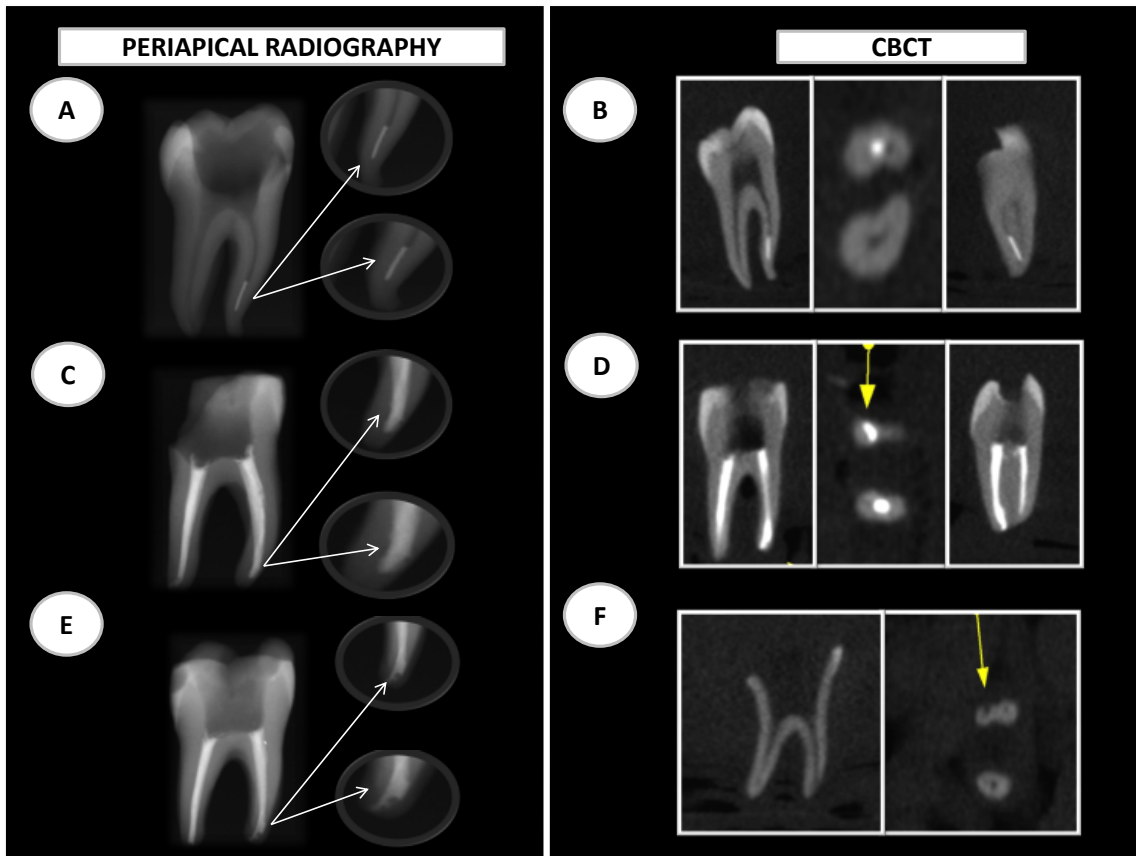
Procedural errors detected using periapical radiographs and CBCT images: fracture (A, B), canal transportation (C, E, D) and perforation (F).
